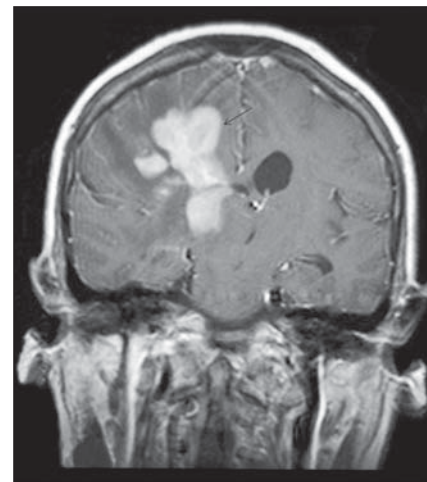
Paciente do sexo feminino, 57 anos. RM coronal T1 após contraste revela lesão compacta, intra-axial, subcortical e profunda frontal direita com comprometimento de estruturas centroencefálicas homolaterais. O realce pelo contraste é homogêneo. Há acentuado edema perilesional. O tumor atingiu primariamente os brônquios. O laudo anatomopatológico de biópsia torácica revelou linfoma não Hodgkin de grandes células B com restrição de cadeias leves lambda em mucosa brônquica. O SNC foi local secundariamente acometido.
